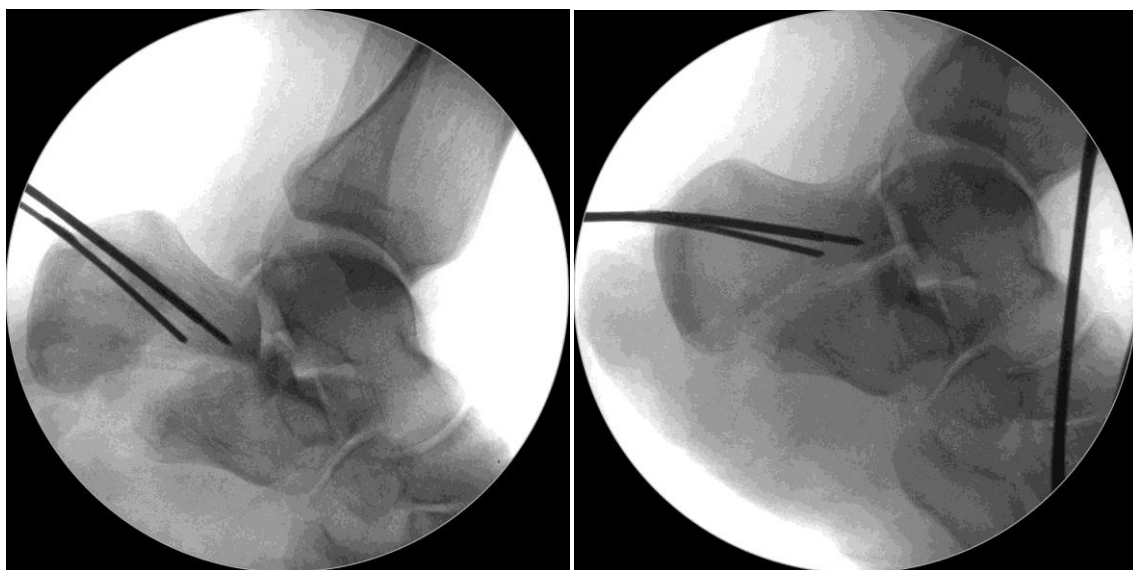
Рентгенограммы стопы, демонстрирующие эффективность репозиционного приема Essex-Lopresti
